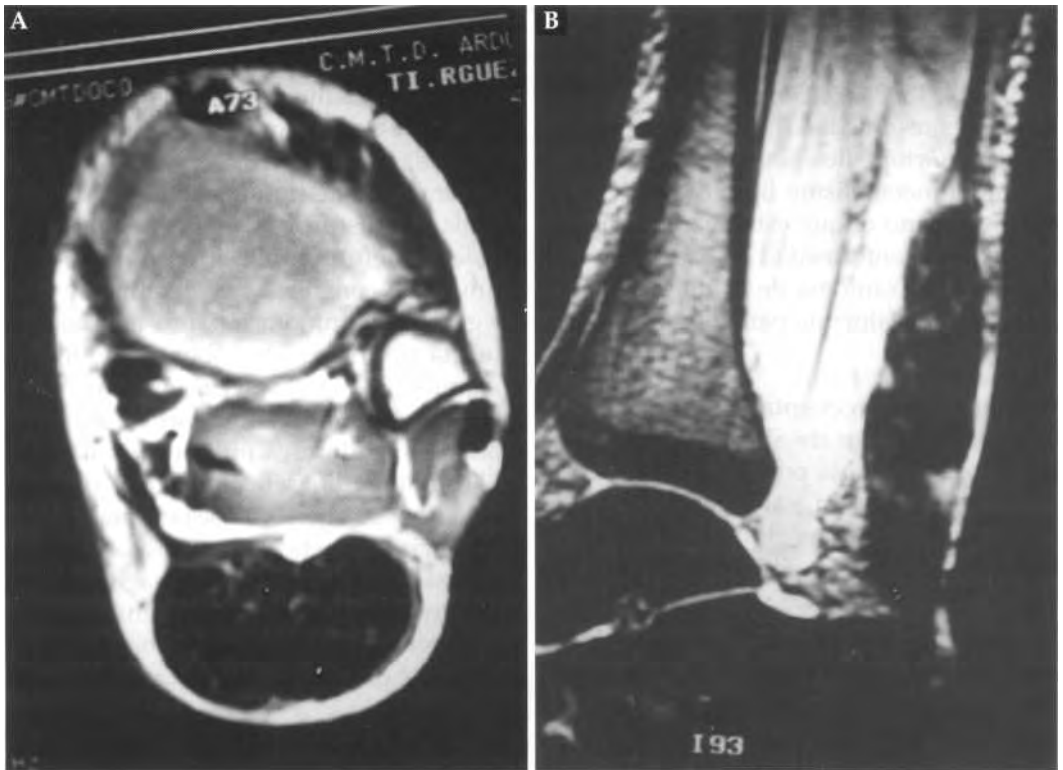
Imágenes de RM en el plano axial (A) y sagital (B) mostrando el ensanchamiento fusiforme de los tendones de Aquiles con zonas de dilataciones sacciformes.
